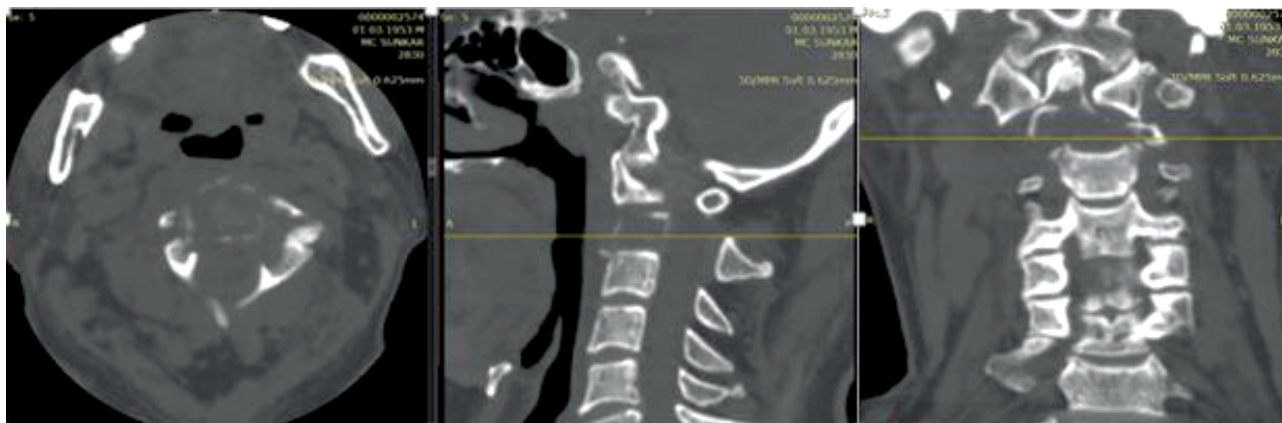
КТ снимки образования опухоли С2 позвонка (аксиальный, сагиттальный и фронтальный срезы)
